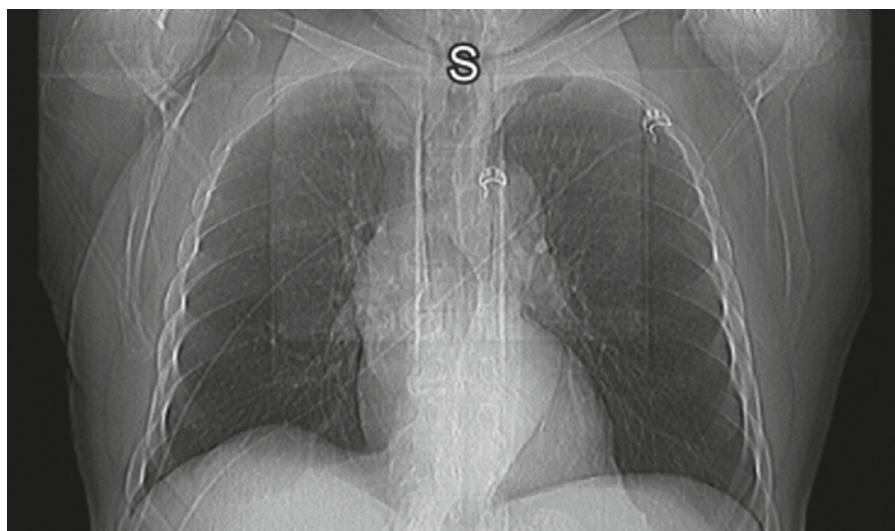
Рентгенография органов грудной клетки пациента при поступлении в стационар
